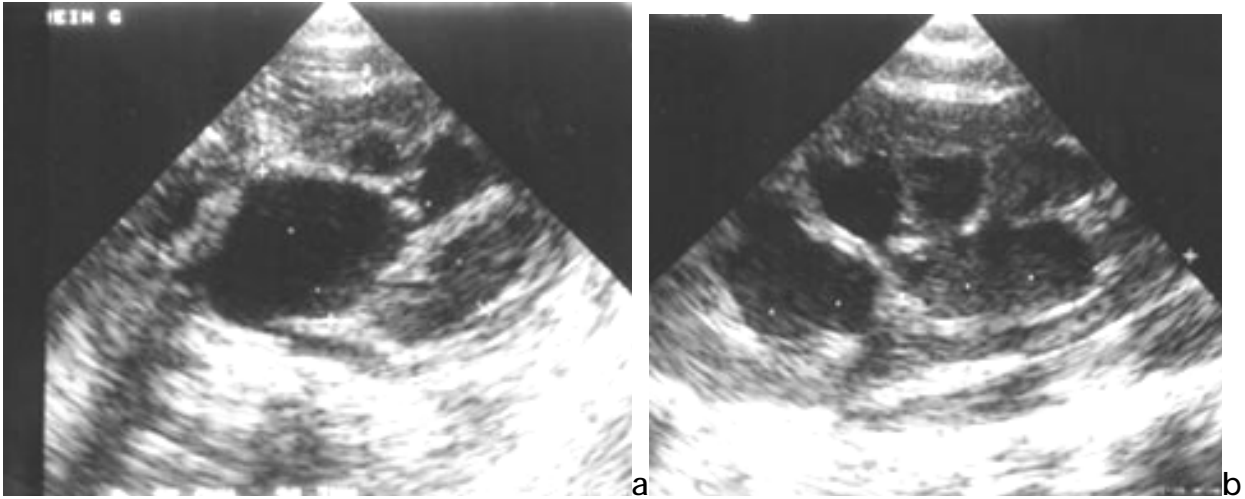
a, b : syndrome de la jonction pyélo-urétérale. Coupes échographiques axiale et longitudinale du rein gauche montrant une dilatation pyélo-calicielle. (57)
